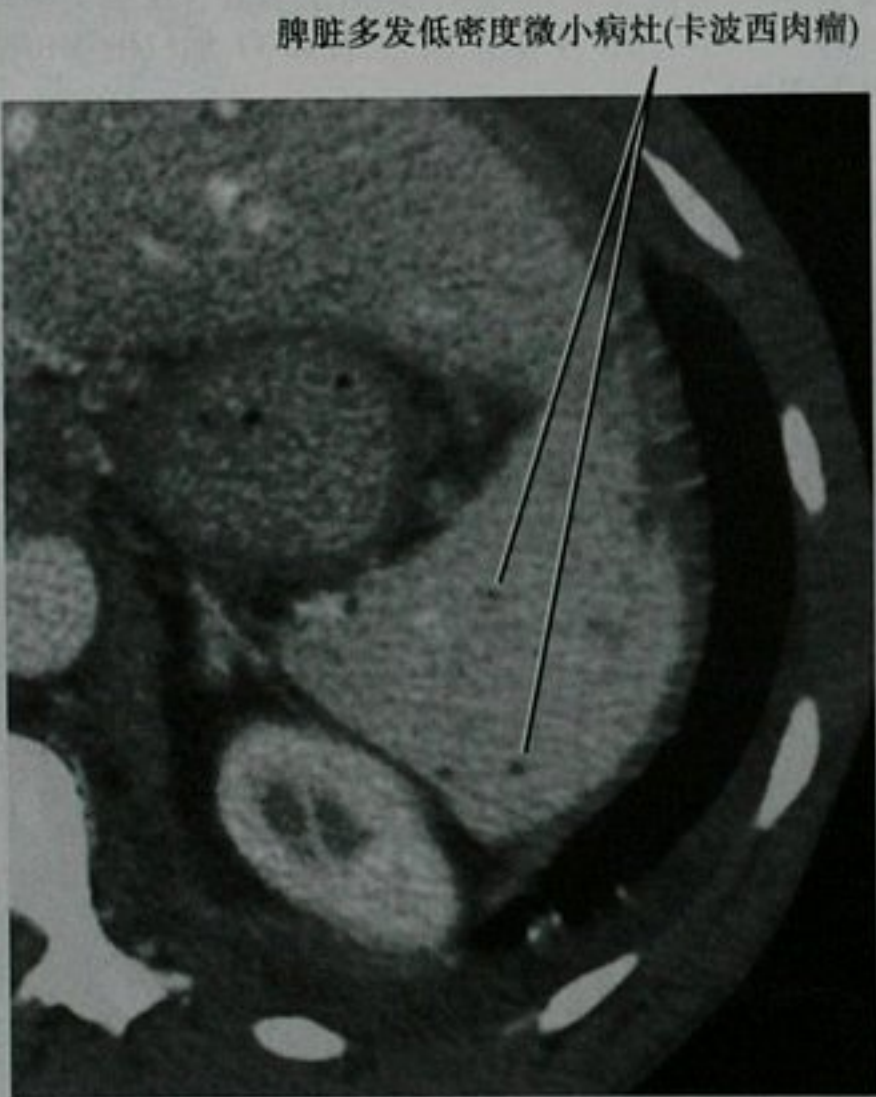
获得性免疫缺陷综合征患者,经脾脏平面的增强 CT 的横断面图像。脾脏内微小病灶尸检证实是卡波西肉瘤
